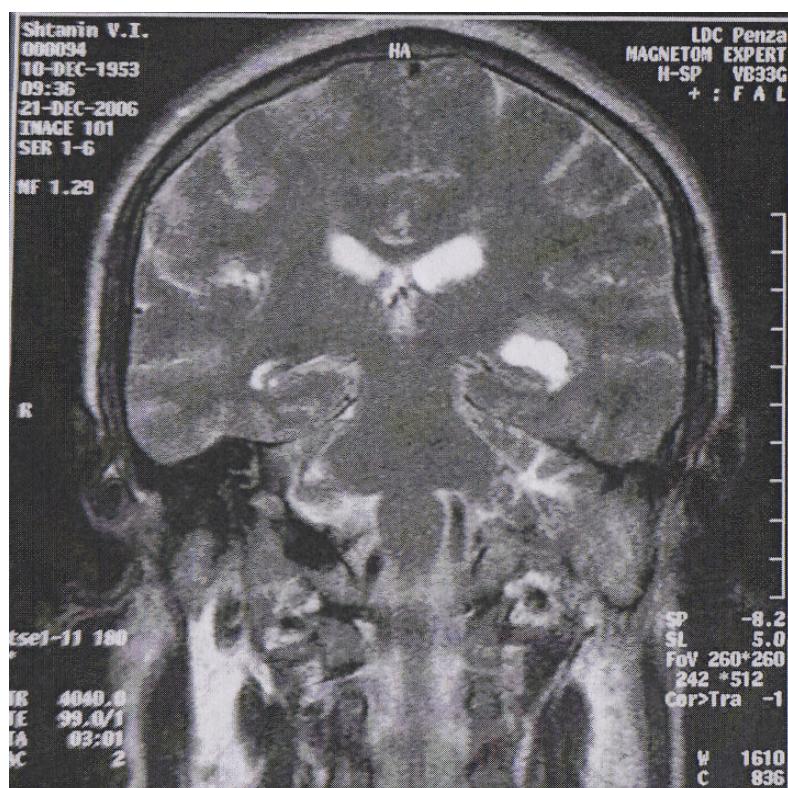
Магнитно-резонансная томограмма головного мозга
